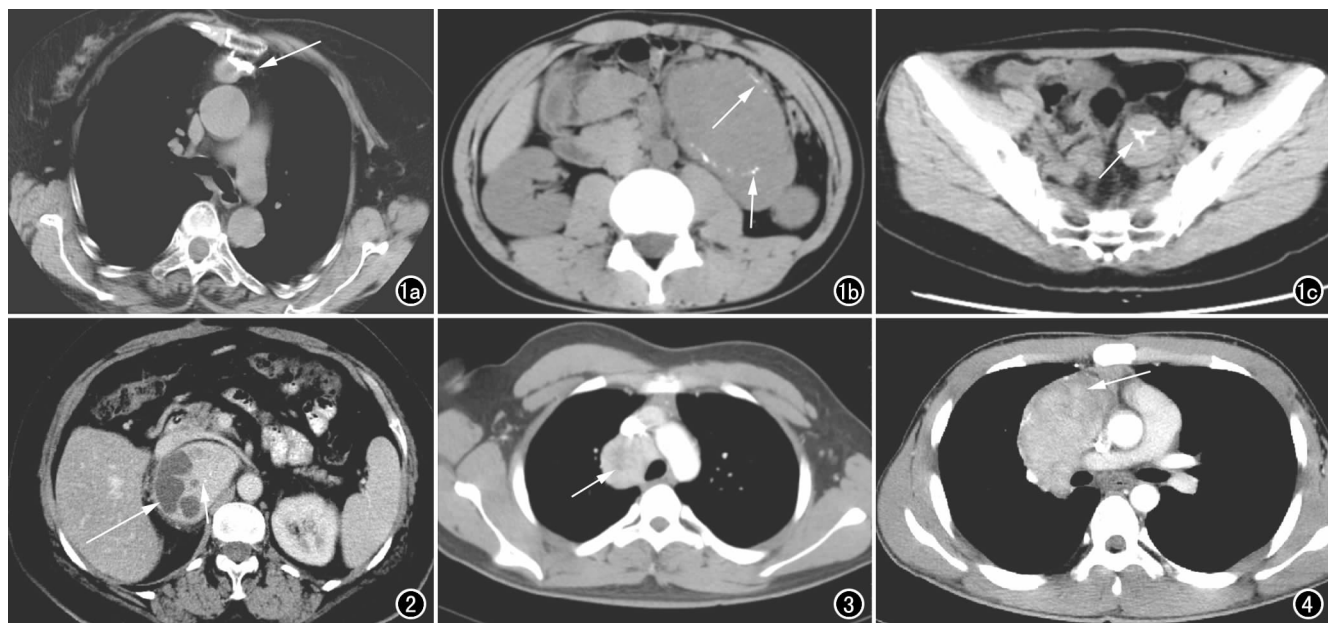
LCD 患者。a) CT 平扫示病灶前缘簇状钙化灶(箭)及病灶内小片状低密度影; b) CT 平扫示病灶内部及边缘条片状钙化灶(箭); c) CT 平扫示病灶中央放射状钙化灶(箭)。
